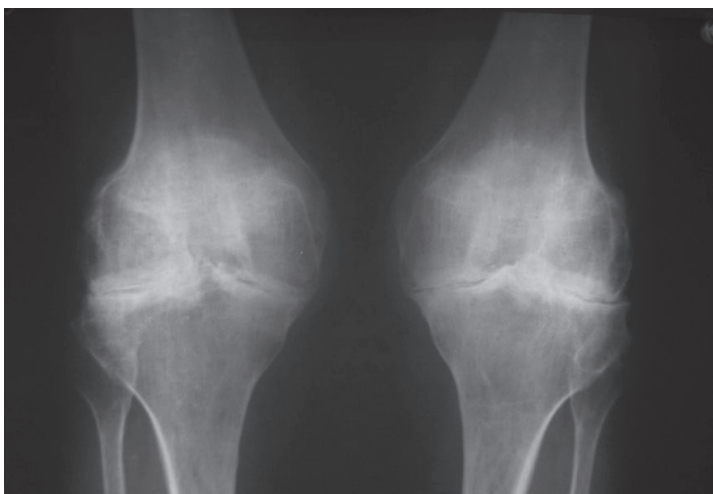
На рентгенограмі виявлено склероз, масивні крайові кісткові розростання замикальних пластин великогомілкових кісток, суглобові щілини різко звужені, що відповідає III стадії рентгенологічних змін за Kellgren
